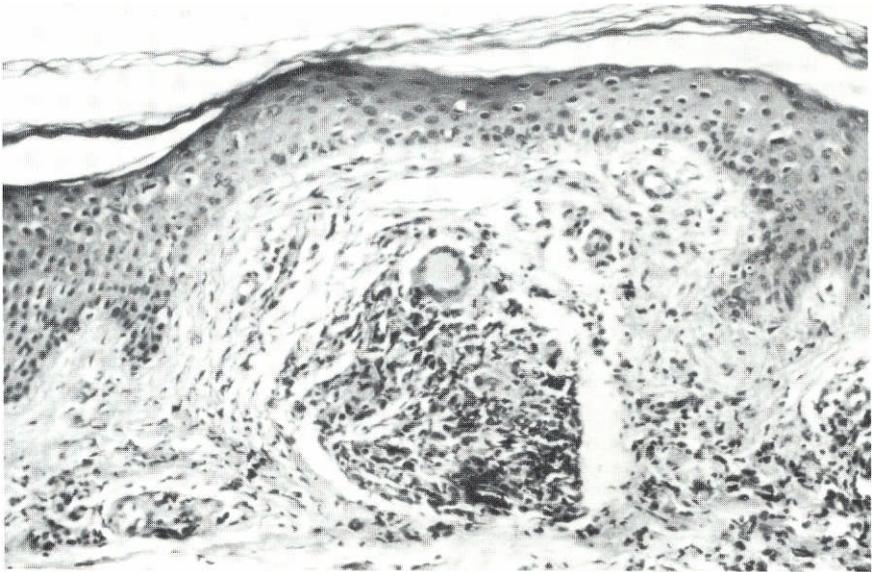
Leitura clínica RM (++-i-). Granuloma tuberculóide completo na derme papilar. B(-). Classe IV (+++). Resultado positivo de grau forte tanto clínica como histológicamente.
